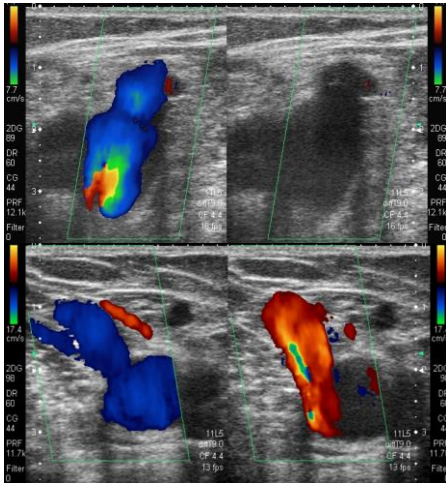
Cayado safenofemoral competente. Doppler color en reposo mostrando permeabilidad de cayado safenofemoral (izquierda) y competencia valvular durante maniobra de Valsalva (derecha).
